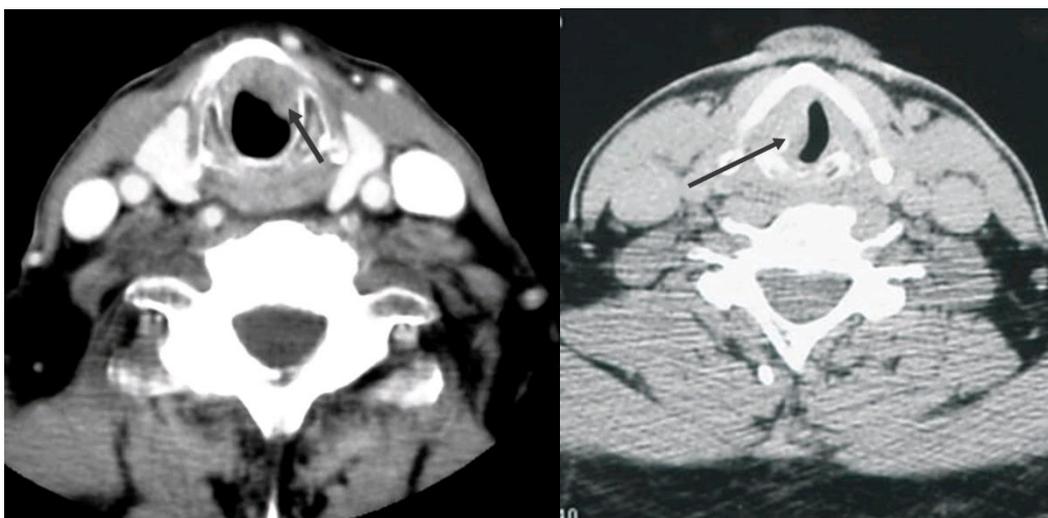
КТ гортани. Стрелками отмечены участки локализации опухолевого процесса
